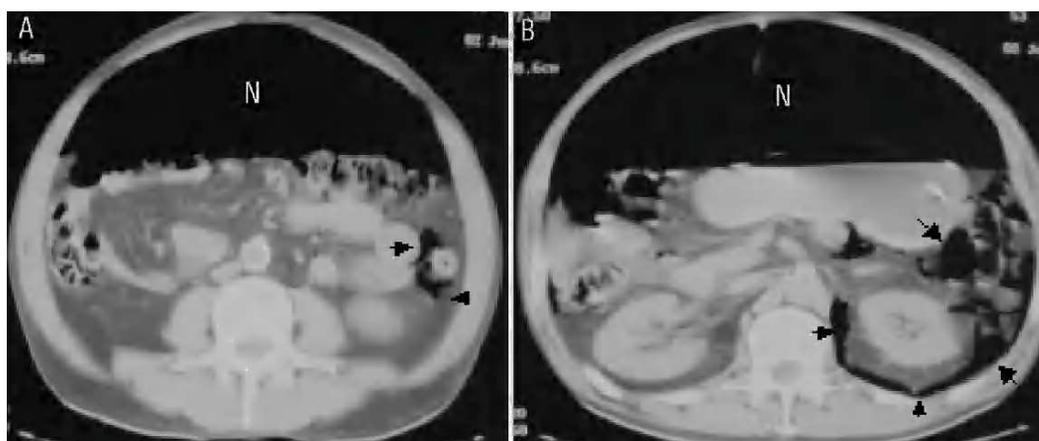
Una tomografía computarizada abdominal con contraste evidencia neumoperitoneo masivo (N), aire pericólico izquierdo extraluminal e intraperitoneal (flechas) (A) y retroneumoperitoneo que delimita el riñón izquierdo (flechas) (B).
